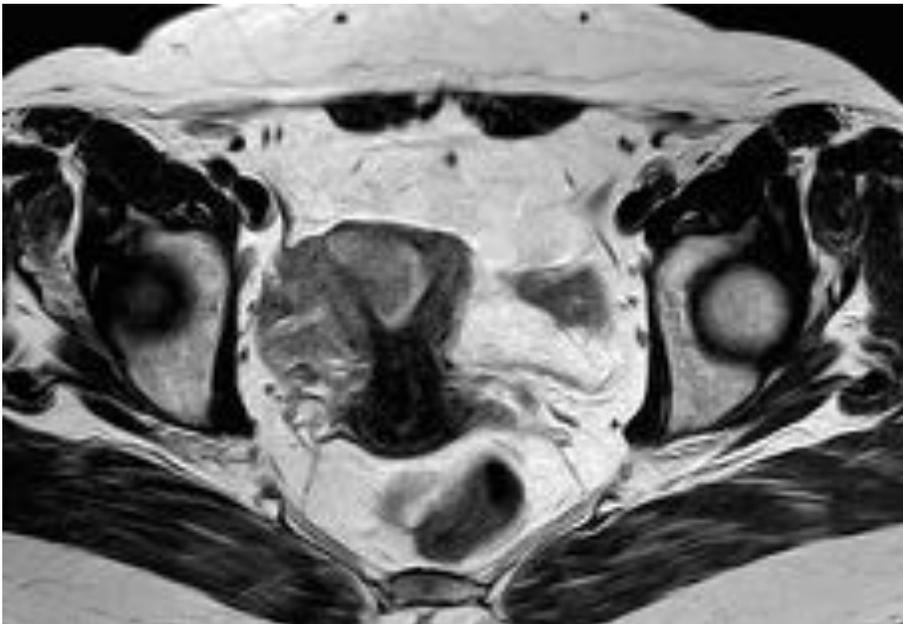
Corte coronal de secuencia de RM en el que se aprecia la cavidad endometrial engrosada mayormente de forma extrínseca hacia la cavidad endometrial, con infiltración del miometrio. En la cadena iliaca externa se aprecian tres adenopatías, la mayor de 8 mm, sin claro centro graso. Estadio IB.
